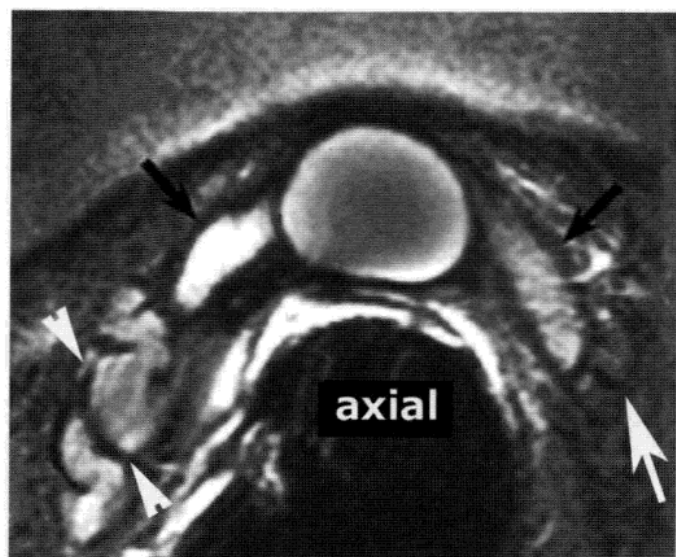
苗勒管囊肿和射精管梗阻。直肠内 MRI: 可见输精管 (黑箭) 及右侧精囊 (箭头) 扩张。左侧精囊显示不清 (白箭)。
